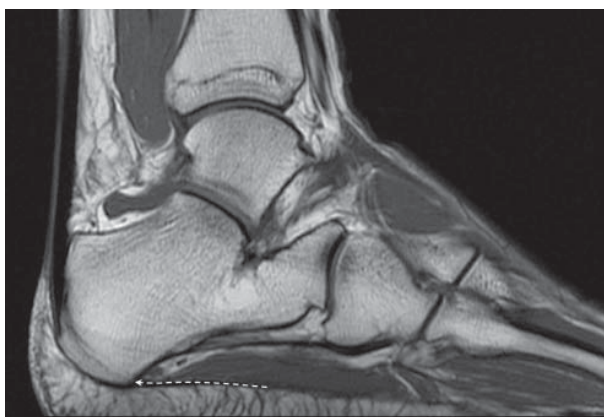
A sagittal MR image on the level of flexor digitorum brevis origin. The dotted arrow lays along the original tendon and points at calcaneal attachment
